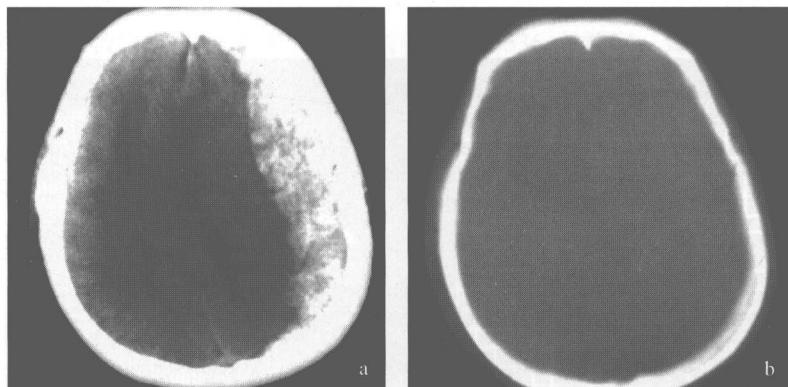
同一层面的 CT 图像，采用不同窗位窗宽显示，可观察到的组织内容不一样
